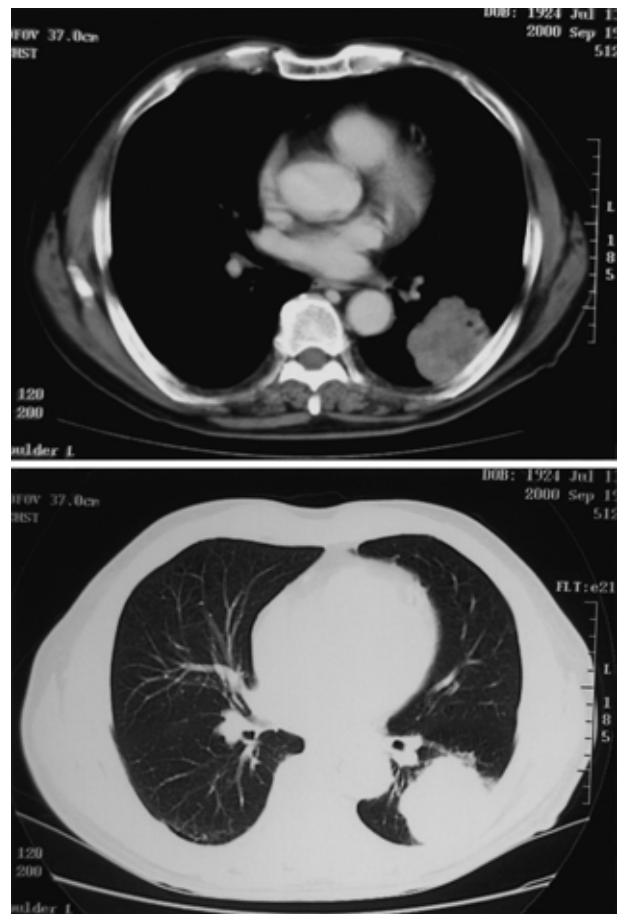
Chest CT shows a well-defined mass 6 cm in diameter with an irregular surface.
